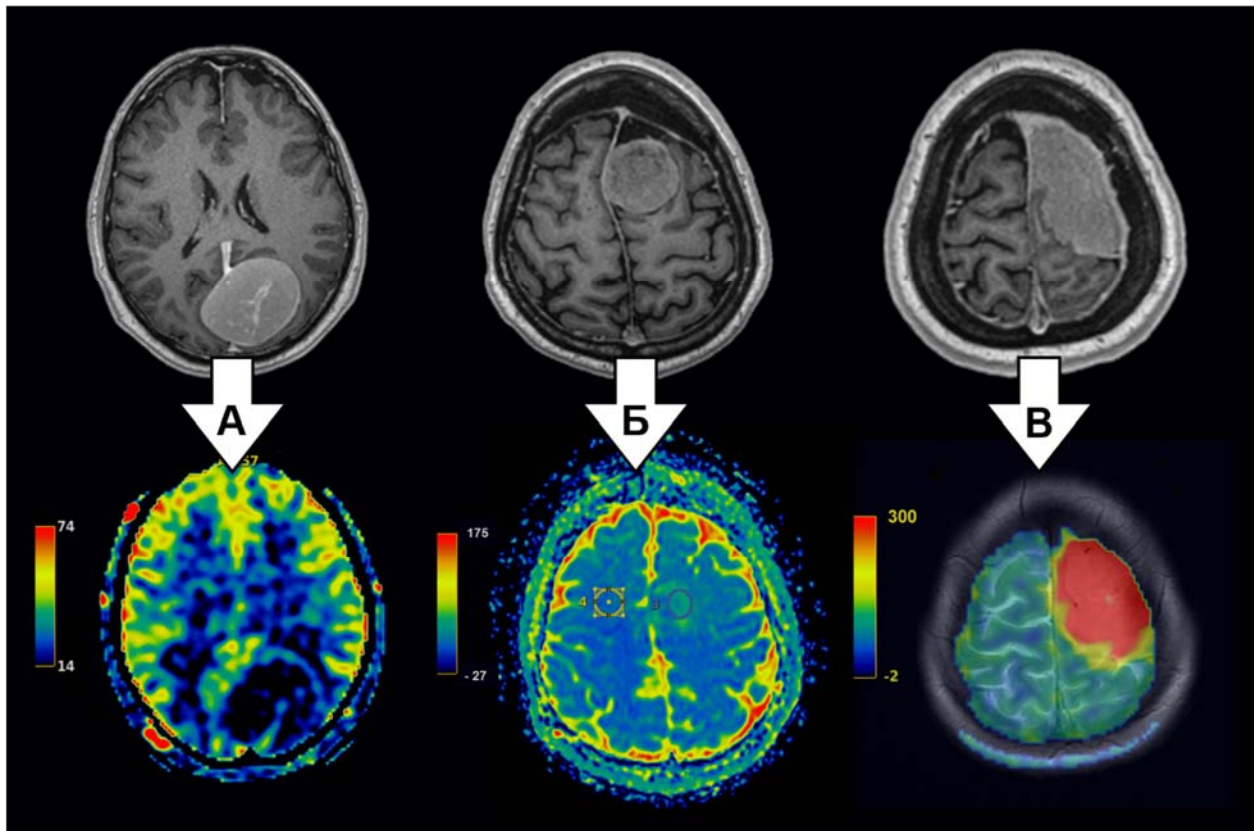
Три варианта перфузии опухоли по данным ASL-MPT. Случай А – гипоперфузия, ТВФ = 14 мл/100г/мин. Случай Б – нормоперфузия, ТВФ = 42 мл/100г/мин. Случай В – гиперперфузия, ТВФ = 300 мл/100г/мин
